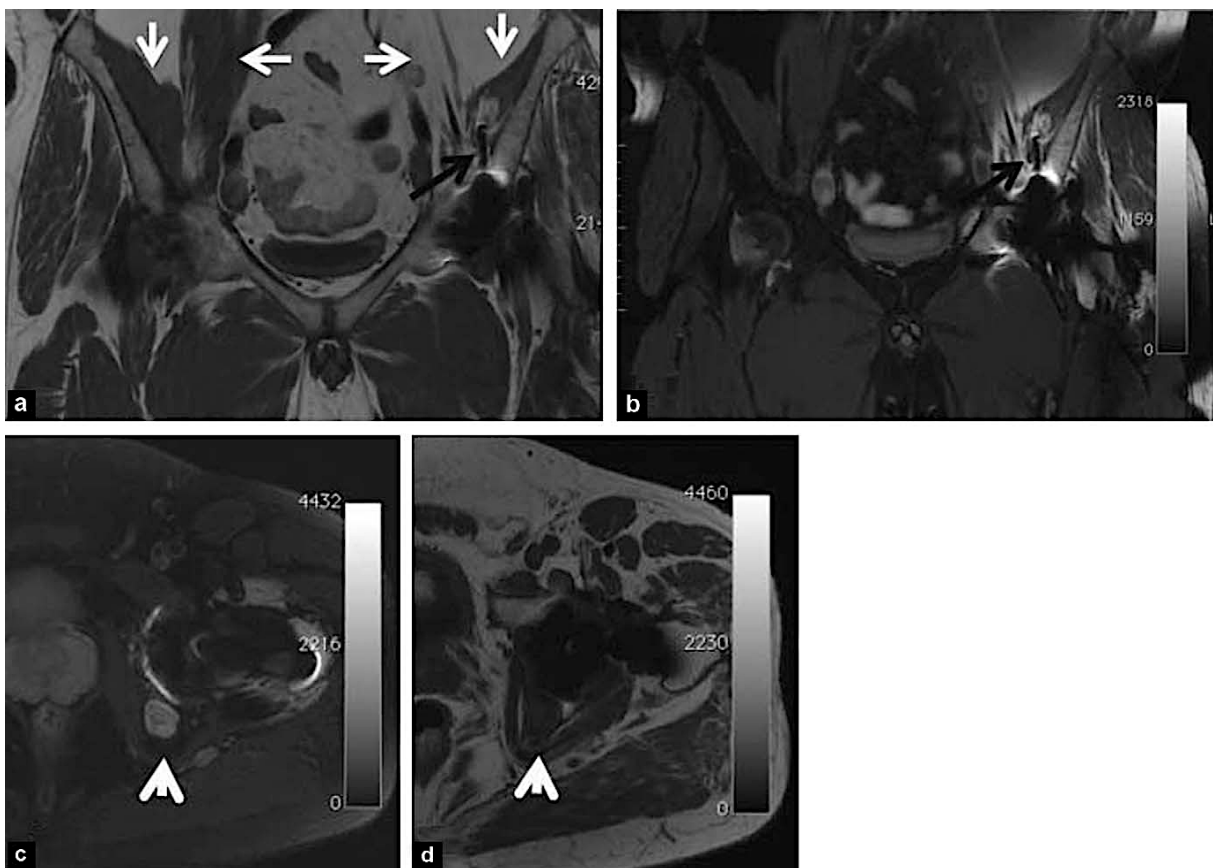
IRM du bassin sur PTH gauche douloureuse. Coupes frontales en T1 (a), densité de protons avec saturation de la graisse (b), coupes axiales en densité de protons avec saturation de la graisse (c) et en T1 (d) ; a, b : saillie endopelvienne d'une vis cotyloïdienne (flèche noire) à l'origine d'une atrophie majeure des muscles iliaque et psoas gauches (flèches blanches comparatives à droite et à gauche) ; c, d : granulome par débris d'usure sur la paroi postérieure du cotyle (têtes de flèche blanche).
